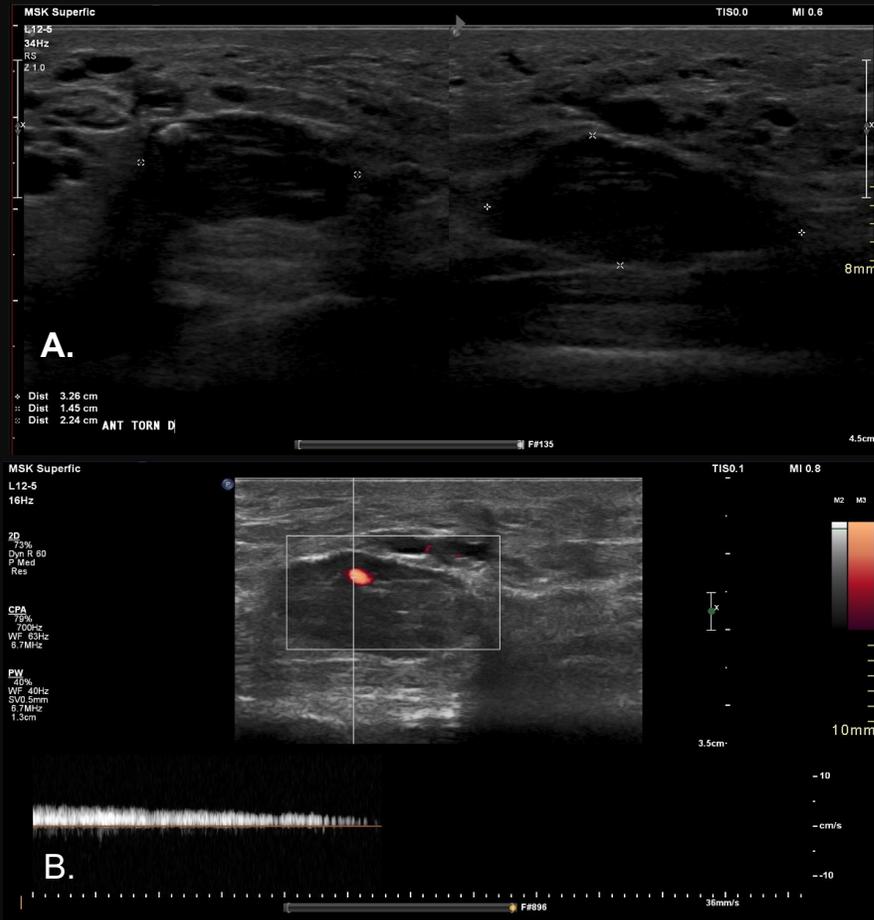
A e B – Ultrassonografia da região anterior do tornozelo direito evidencia hemangioma capilar superficial. Em B há ondas de baixo fluxo presente ao estudo Doppler colorido intralesional, confirmando o achado de malformações vasculares.
